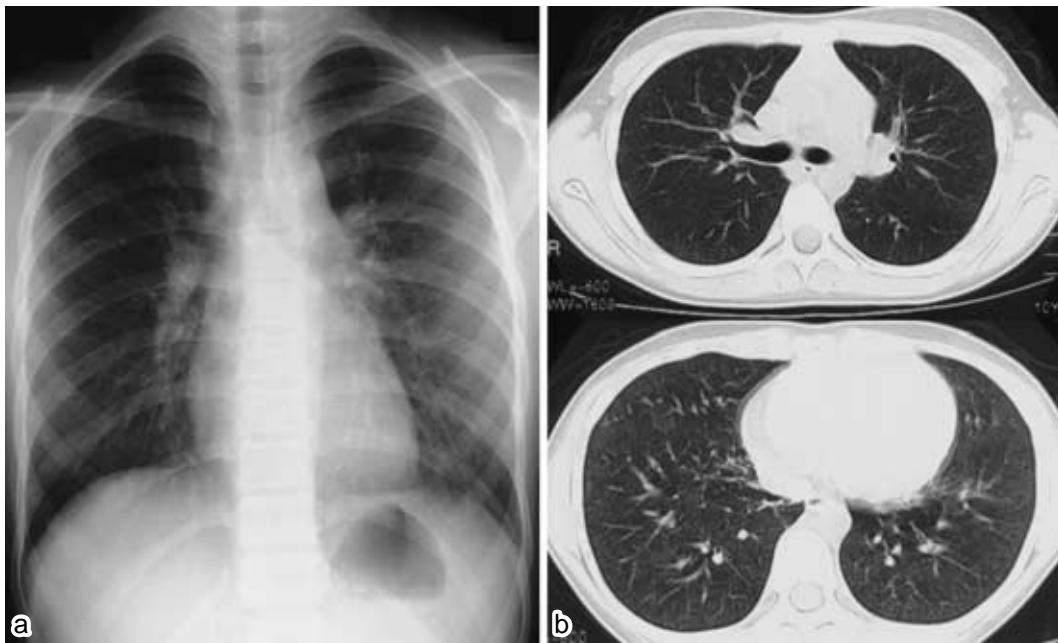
a : Chest radiograph ( daughter ) showing bilaterally decreased radiolucency. b : Chest computed tomography ( daughter ) showing diffuse centrilobular small nodules.
